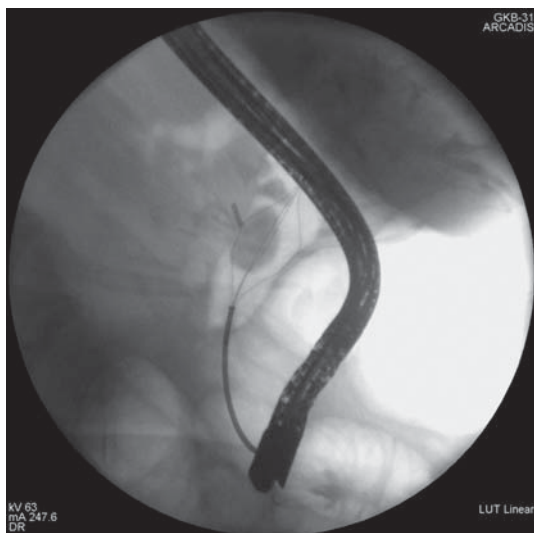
Рентгенограмма. Механическое разрушение наиболее крупного фрагмента конкремента на завершающем этапе лечения после лазерной литотрипсии.
